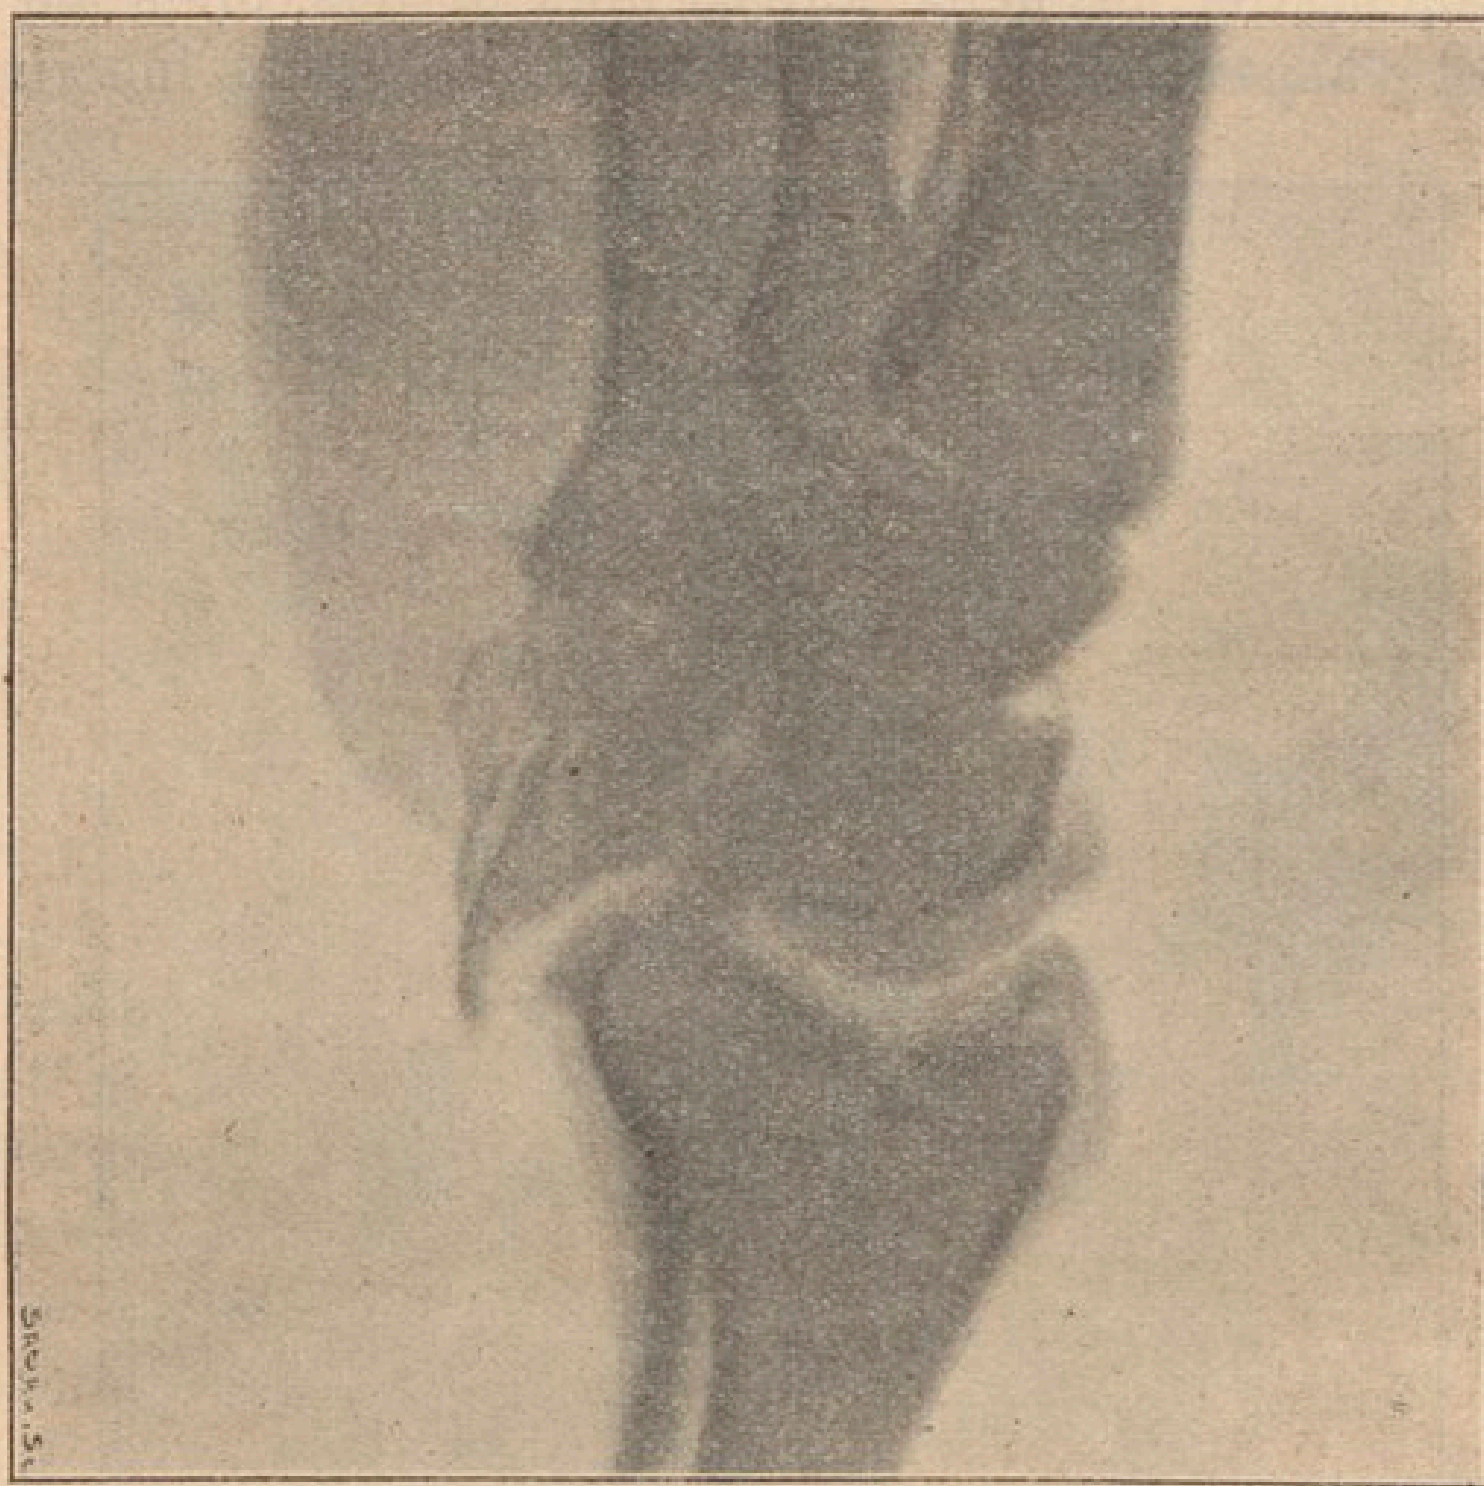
Luxation du semi-lunaire fracturé. Radiographie de profil. Avant l'intervention.
